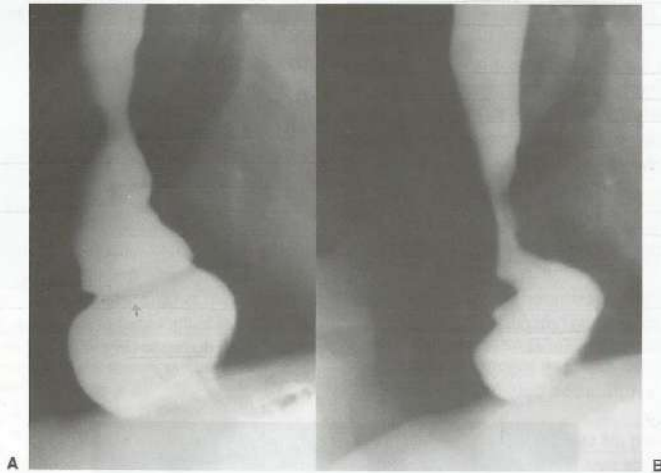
Hérnia hiatal por deslizamento. Em A e B, radiografia do esôfago opacificado pelo contraste baritado em que é possível identificar hérnia de hiato, com destaque, em A, para a presença do anel de Schatzki, cuja visualização é diagnóstica da doença.
